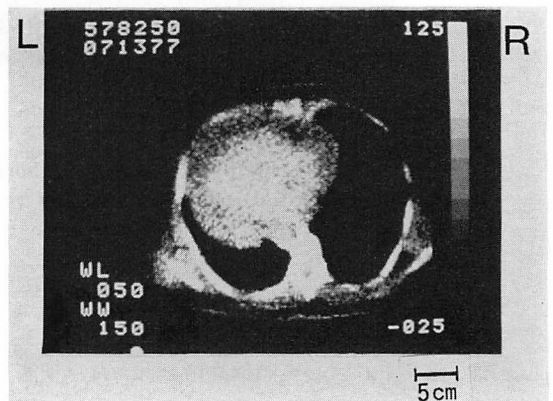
CT at the level of 3th i.c.s. from a 48-year-old female with aortitis syndrome.
